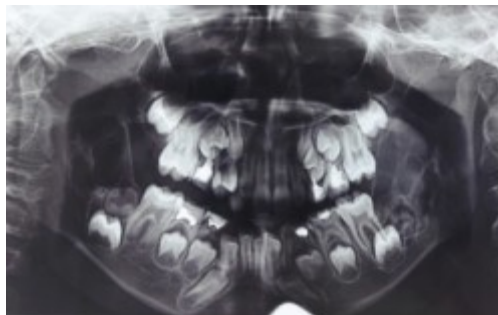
31.10.16 рентгенологическая картина пациентки А.
